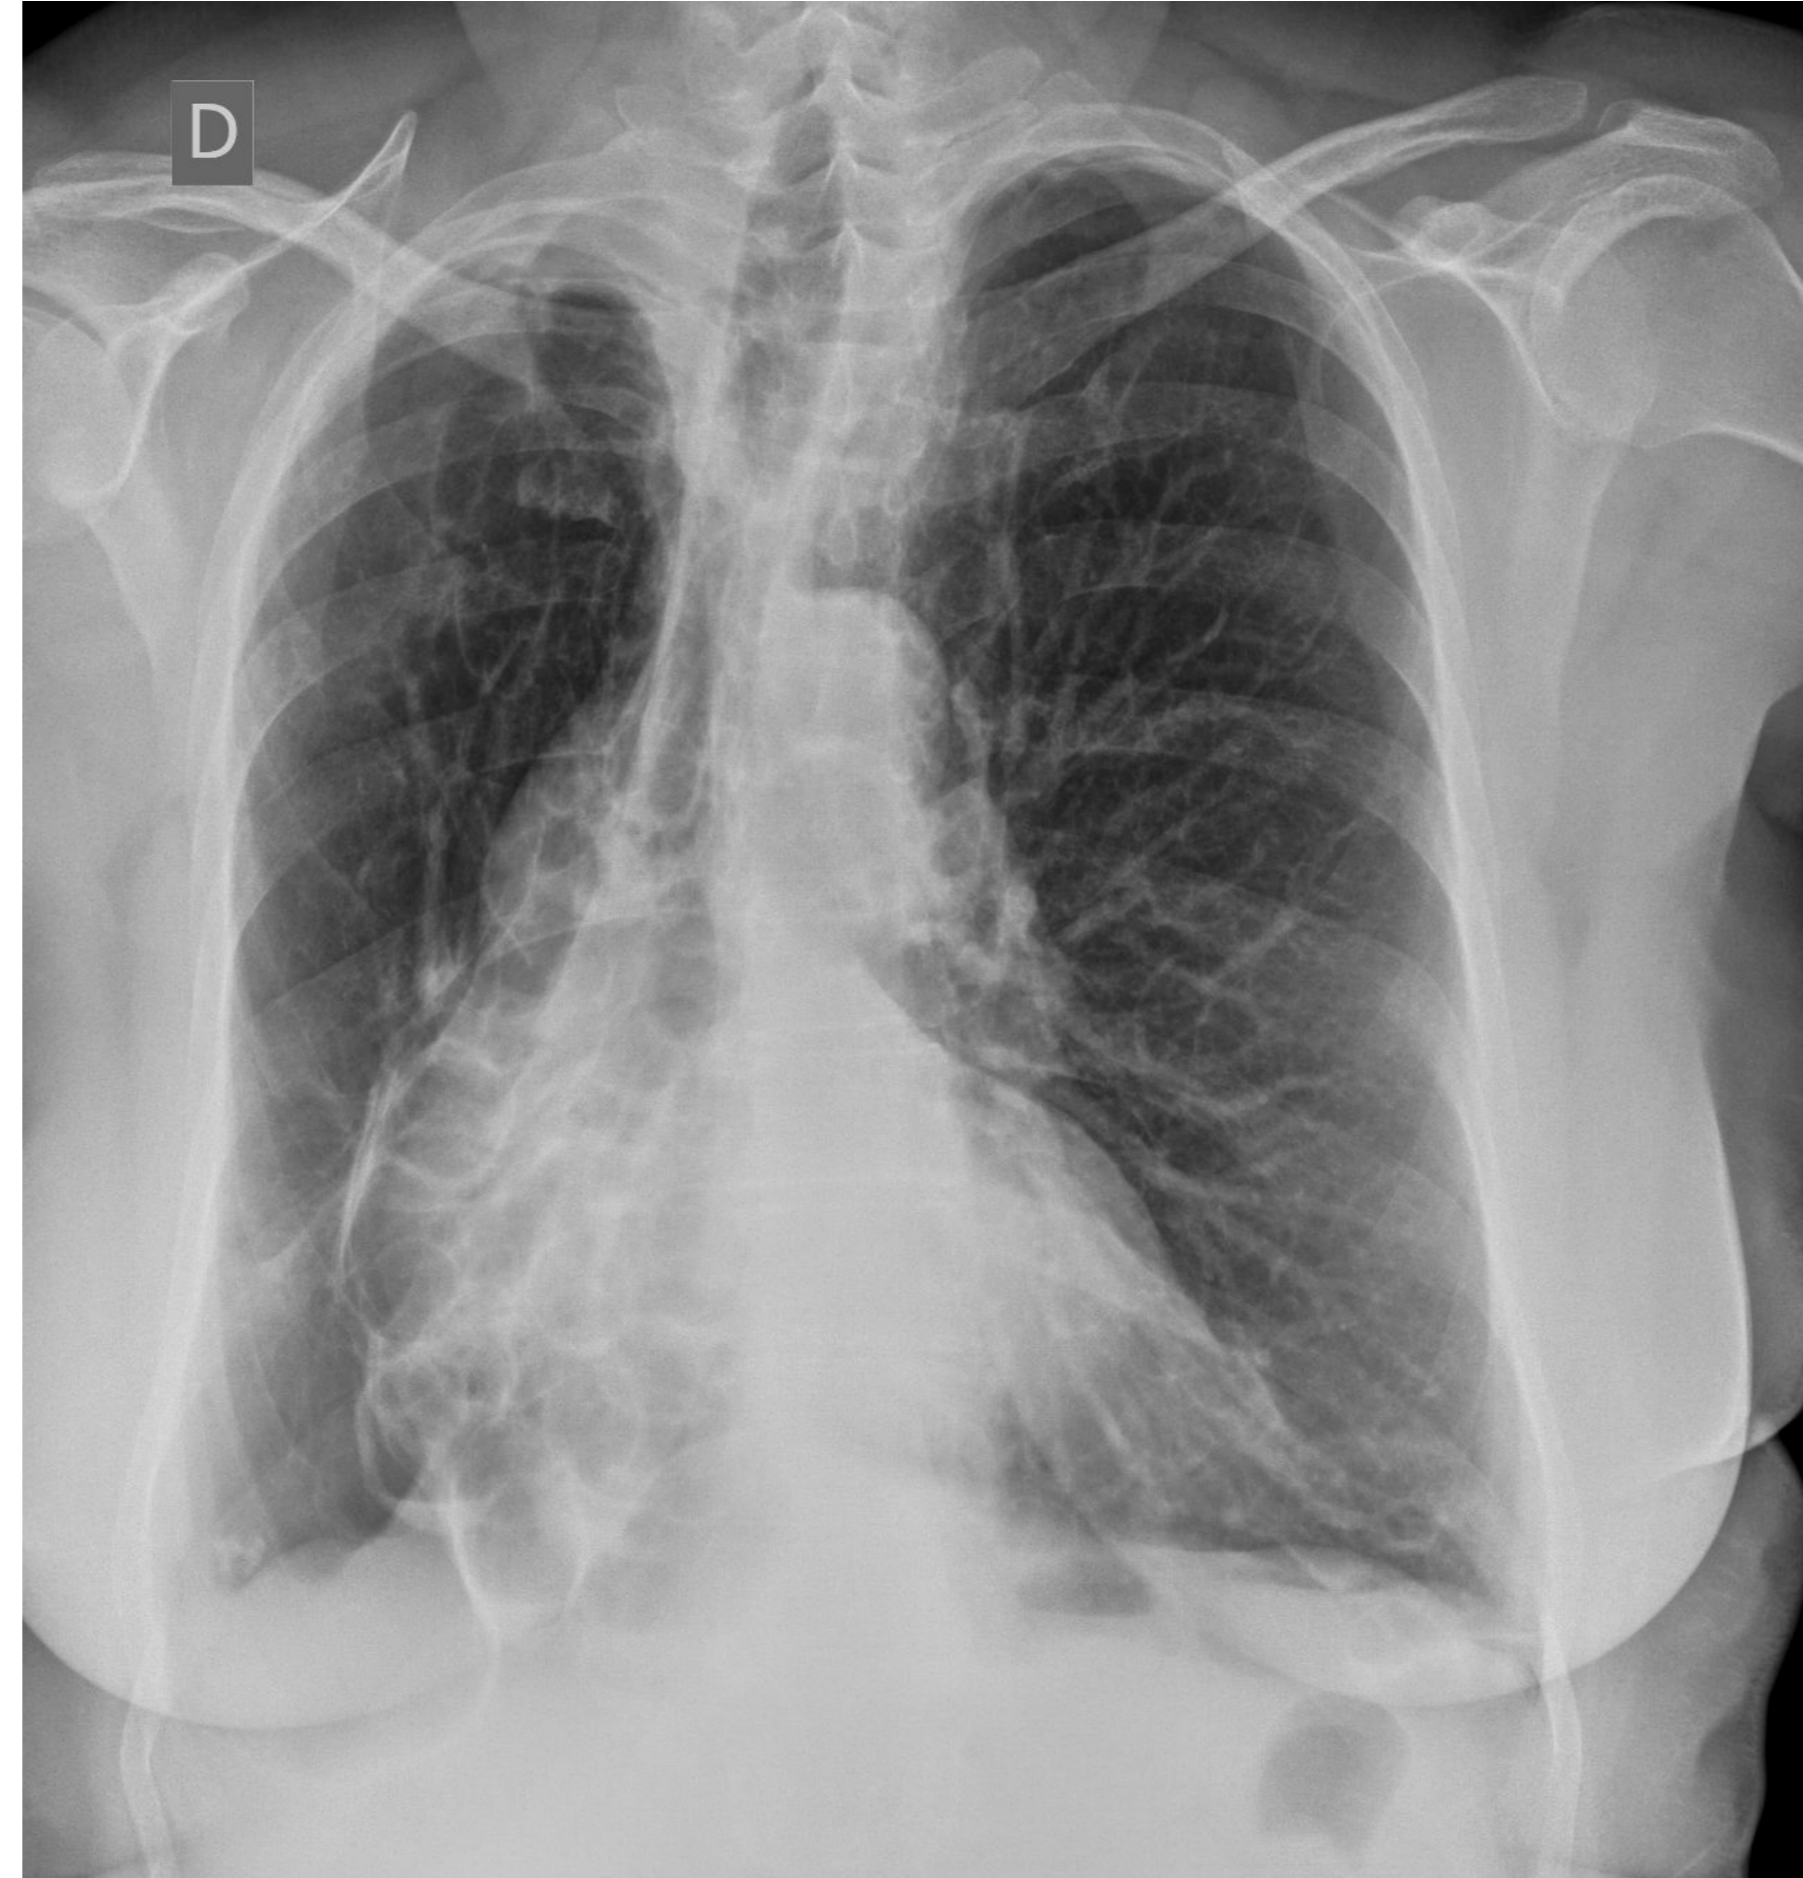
Radiografía de torax AP donde se observan bronquiectasias quísticas en campo medio e inferior del hemitórax derecho de morfología quística.
